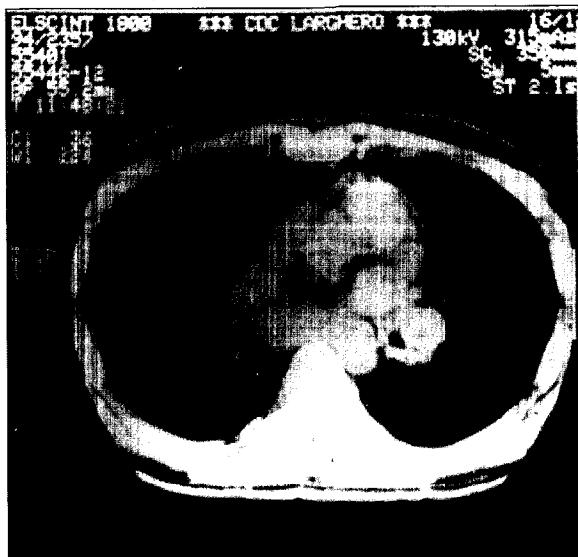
Tomografía computarizada de tórax. Mismo paciente que figura anterior donde además se observa derrame pericárdico.
